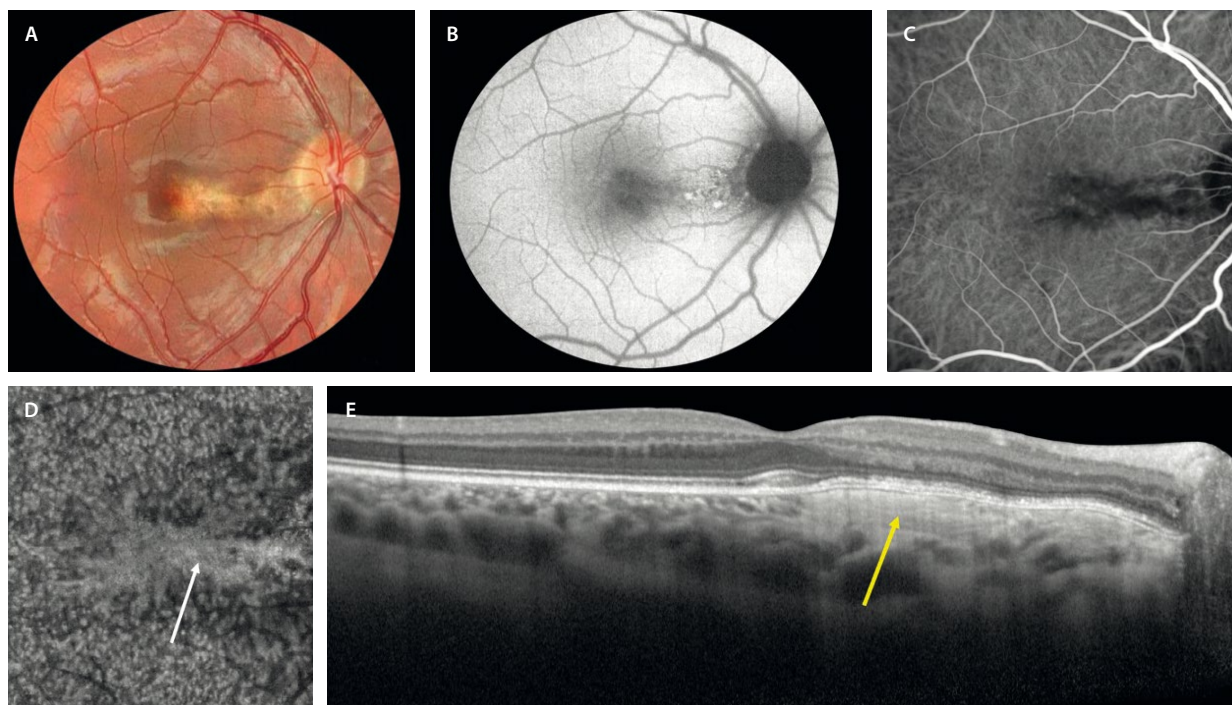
Stellate multiform amelanotic choroidopathy*. A) Retinografía a color donde se aprecia una lesión amelanótica anaranjada con cambios en el epitelio pigmentario de la retina. B) La autofluorescencia asocia cambios hipoautofluorescentes e hiperautofluorescentes. C) La angiografía con verde de indocianina permite detectar una lesión con bordes dendritiformes hipocianescente. D) La imagen *en face* de la tomografía de coherencia óptica segmentando la coriocapilar, permite observar una lesión hiperreflectiva (flecha blanca) con bordes digitiformes y con una configuración estrellada. E) La tomografía de coherencia óptica muestra una lesión fibrosa a nivel de la coriocapilar, con unos vasos corioideos profundos conservados, que asocia cambios en el epitelio pigmentario de la retina y las capas externas.
